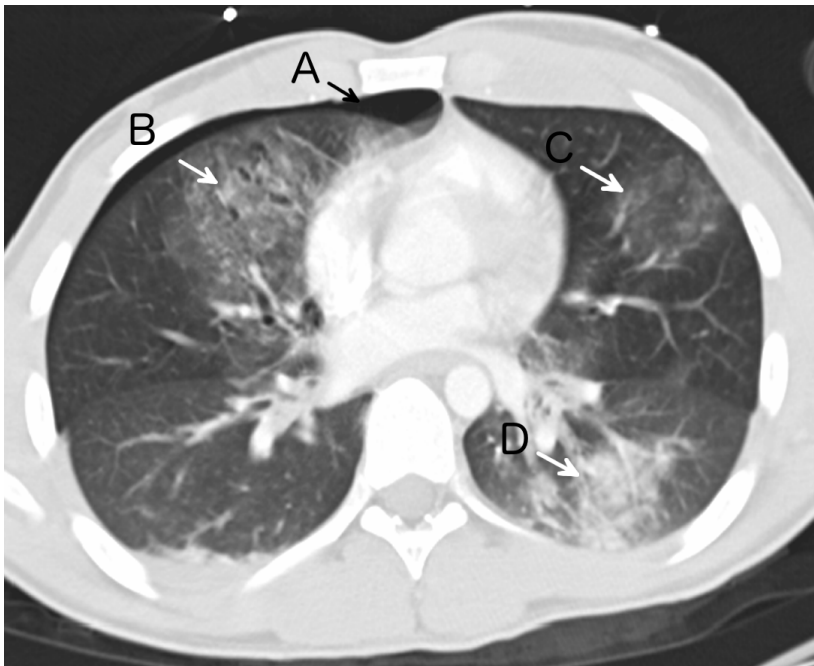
Pneumothorax (A), Lungenlazeration (B), Lungenkontusion (C), und Aspiration (D). Axiale kontrastmittelgestützte CT des Thorax in Lungenfenster-Einstellung. Quelle: [20].
